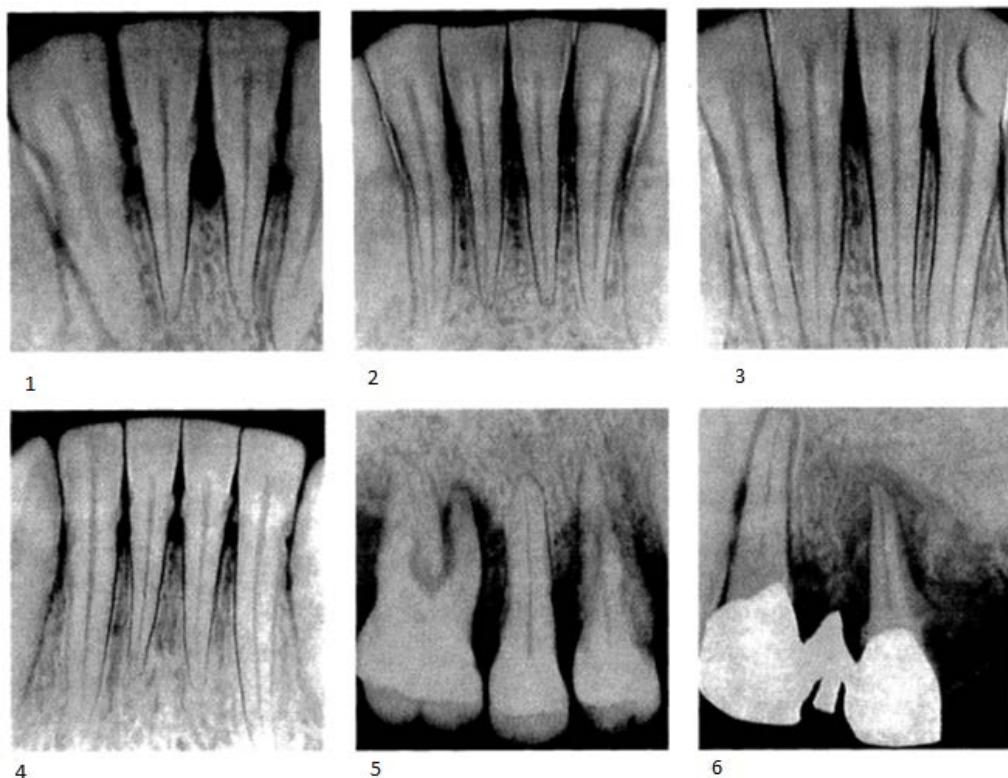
1— деструкция компактной пластинки кости межальвеолярных перегородок; 2 — остеопороз; 3 — расширение периодонтальной щели у верхушки межальвеолярных перегородок; 4 — резорбция межальвеолярных перегородок; 5 — рентгенограмма 16, 15, 14 зубов: образование костных карманов; 6 — рентгенограмма 13, 12, 11 зубов: секвестрация костной ткани
